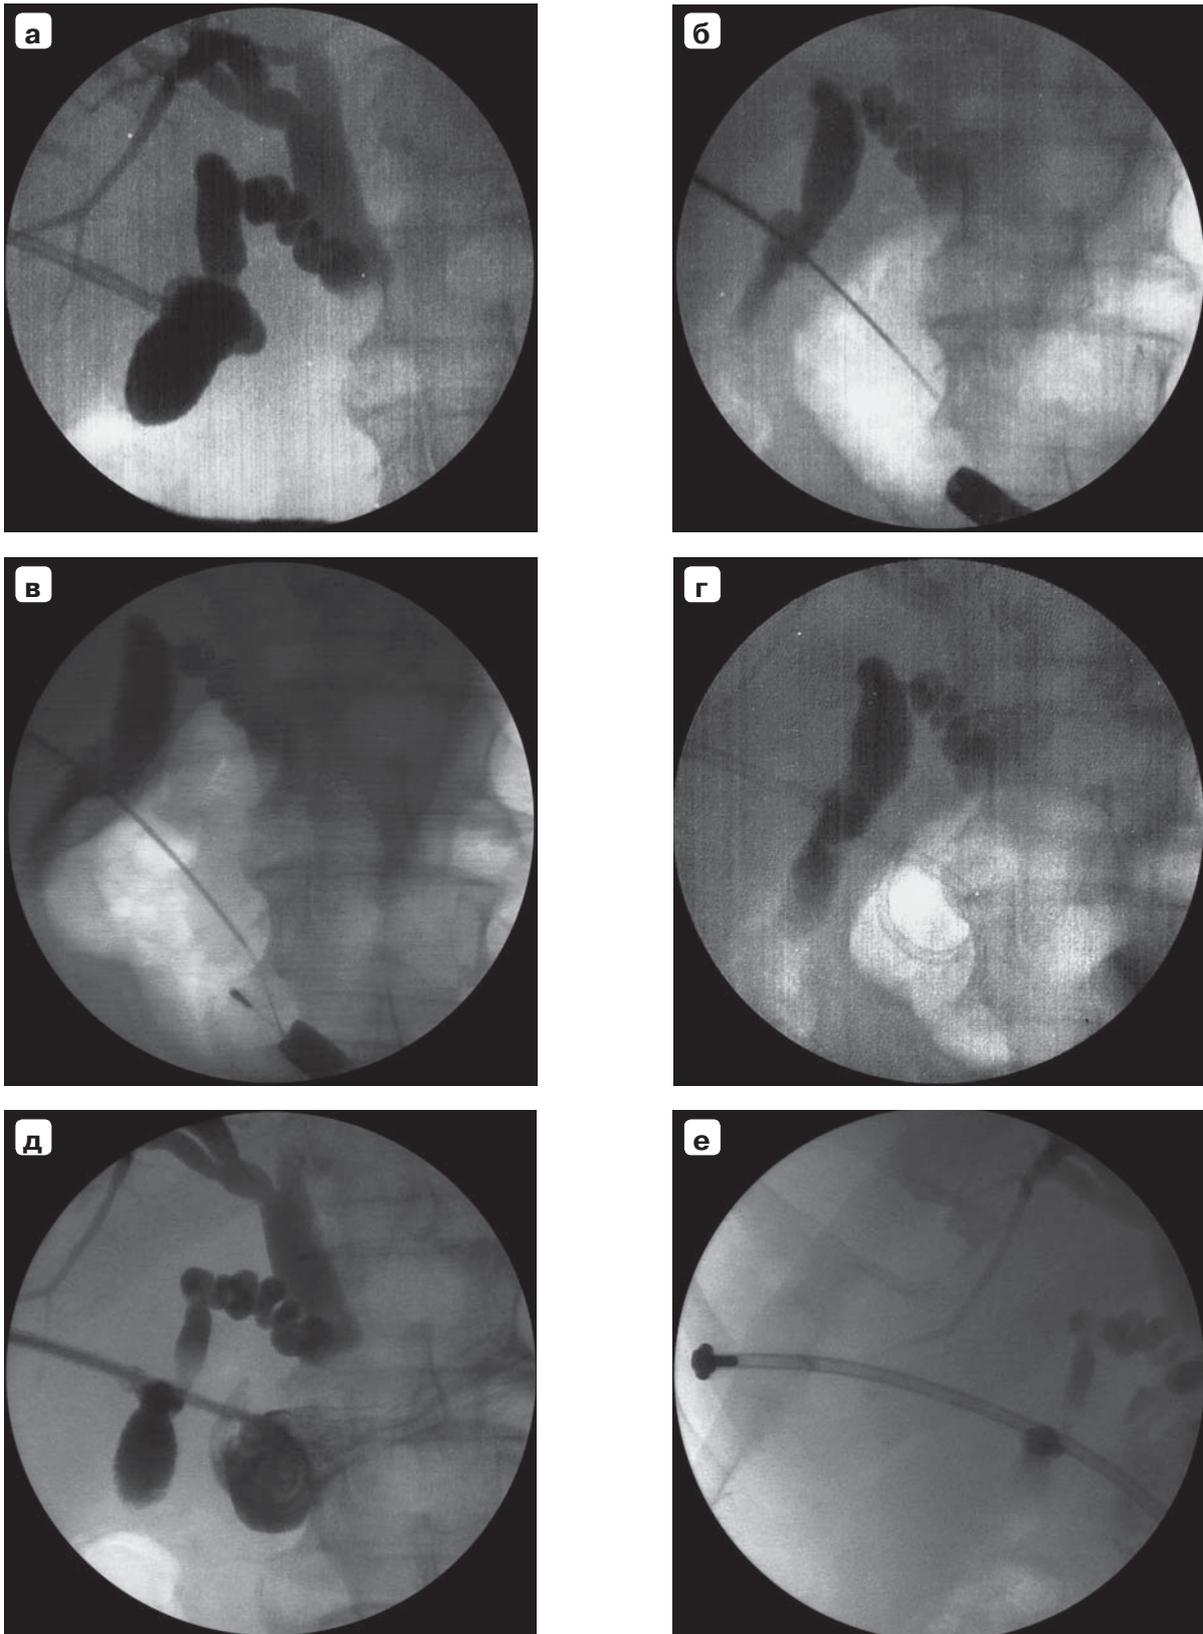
Пункционное холецистогастральное шунтирование: а – фистулограмма, контрастный препарат заполнил желчный пузырь, пузырный и общий печеночный протоки, внутрипеченочные желчные протоки, полный блок ниже впадения пузырного протока; б – рентгенограмма, пункция желудка из просвета желчного пузыря; в – рентгенограмма, в желудок введен проводник и захвачен эндоскопической петлей; г – рентгенограмма, катетер введен в желудок через желчный пузырь, рабочий сегмент катетера свернут в виде кольца; д – фистулограмма, катетер проходит желчный пузырь в желудок, контрастный препарат заполняет билиарный тракт и желудок; е – рентгенограмма, катетер заменен на эндопротез, наружный конец эндопротеза герметизирован металлическим винтом.
